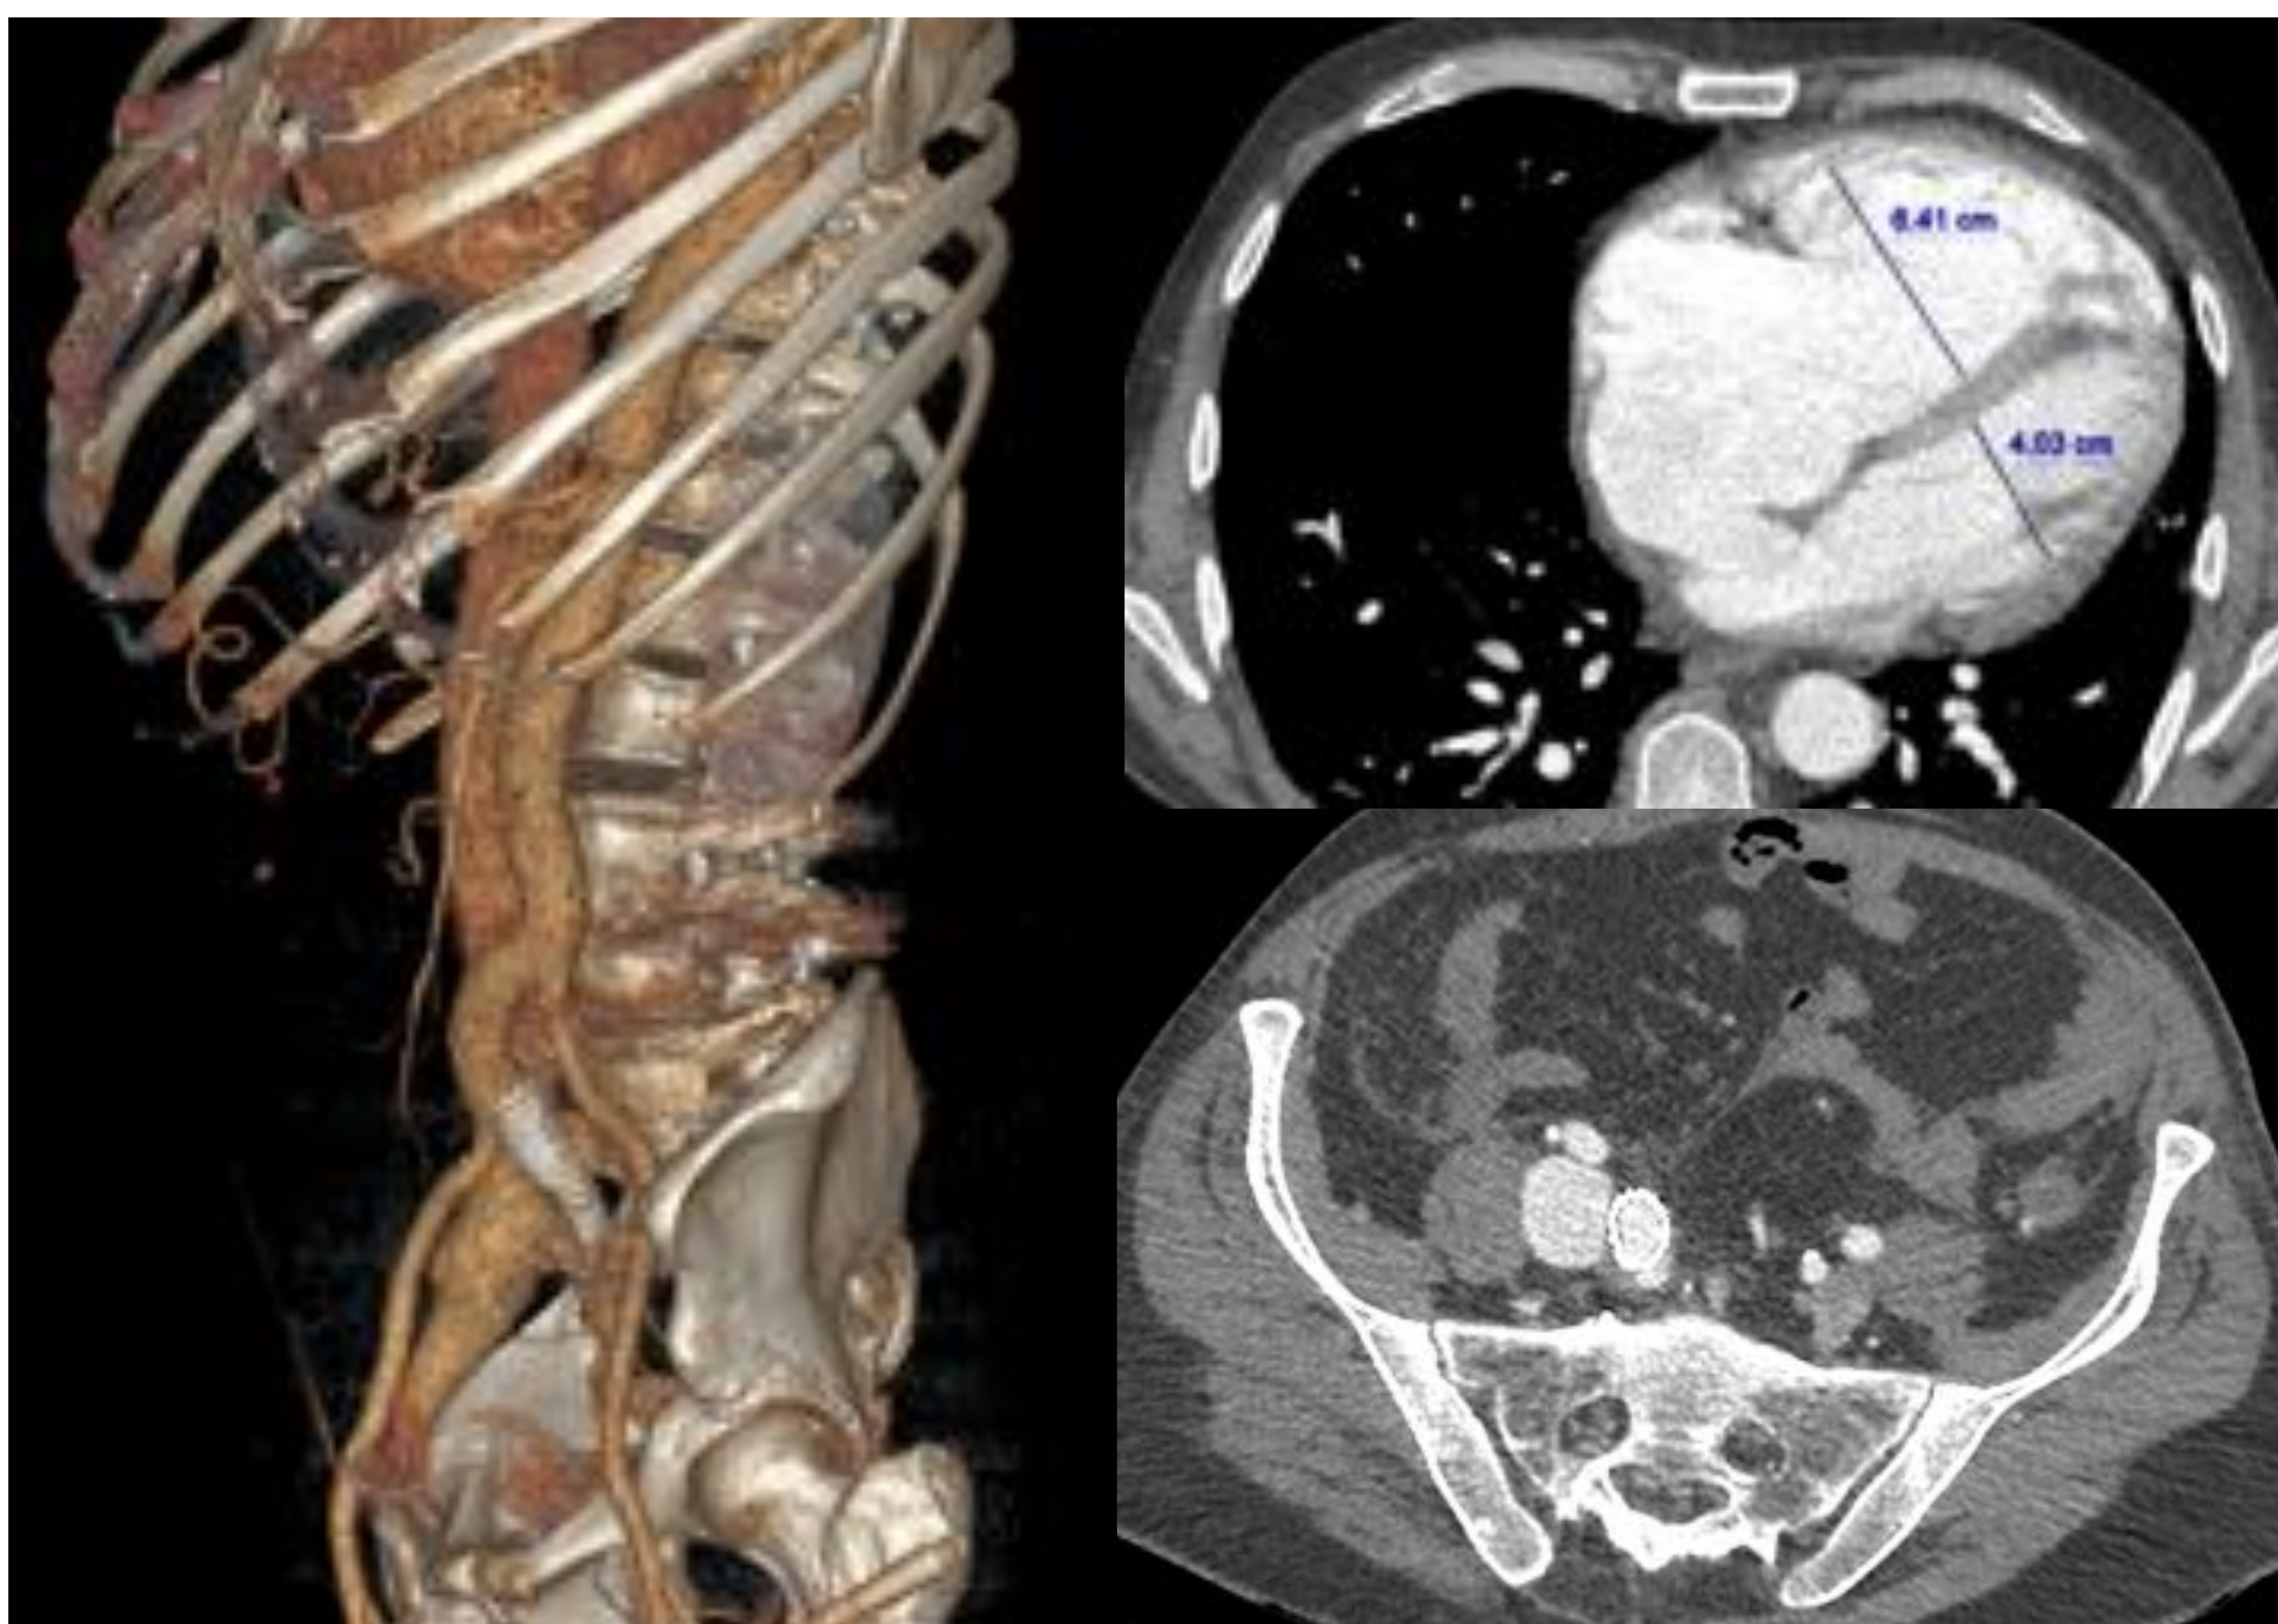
Tomografía computarizada con ventana de partes blandas y reconstrucción 3D: En el control posterior a la colocación de endoprótesis ilíaca y embolización hipogástrica, no se identifican signos de complicación. Sigue identificándose paso significativo de contraste en fase arterial a la vena ilíaca común, si bien ha disminuido de tamaño. Pese al escaso tiempo transcurrido, se objetiva menos desplazamiento hacia la izquierda del septo interventricular. El cociente VD/VI ahora es 1,5, comparado con un cociente VD/VI de 3 en el estudio previo.
